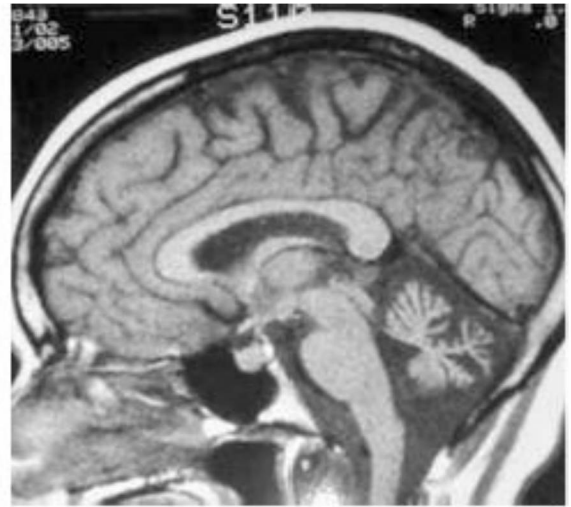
Resonancia magnética sagital de un paciente con AE2. Obsérvese la atrofia cerebelosa significativa, en este caso relativamente avanzada. Los pacientes tipo 1 no muestran atrofia cerebelosa (no se muestra en la imagen).
